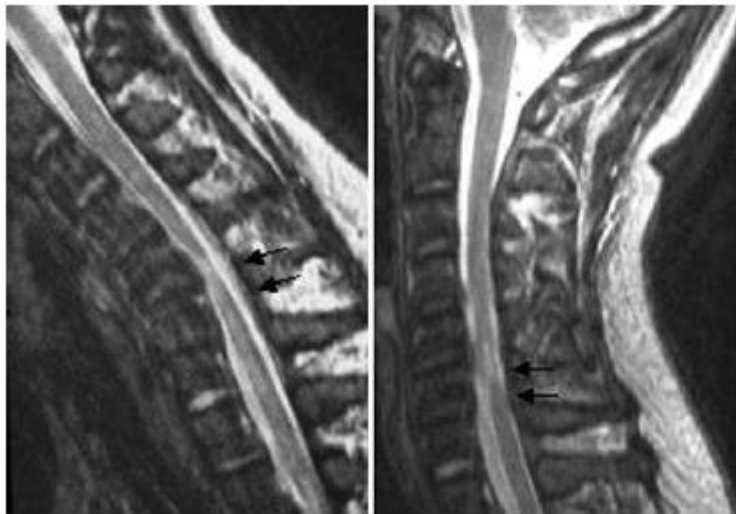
Case 5. Preoperative dynamic MR imaging. Images obtained in neutral position (right) and flexion (left) showing cord compromise (C5–6) during flexion.
